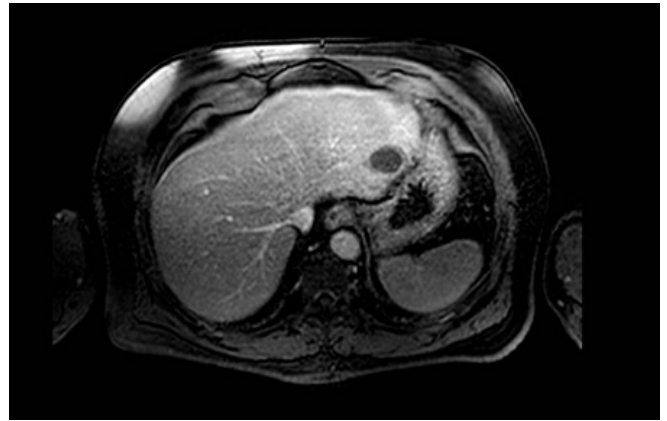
Resonancia magnética abdominal en T1 donde se visualiza quiste amebiano hipointenso.
